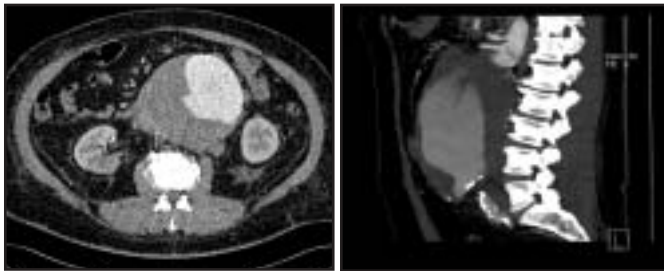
Anévrisme de l'aorte abdominale infrarénale à la tomographie.
